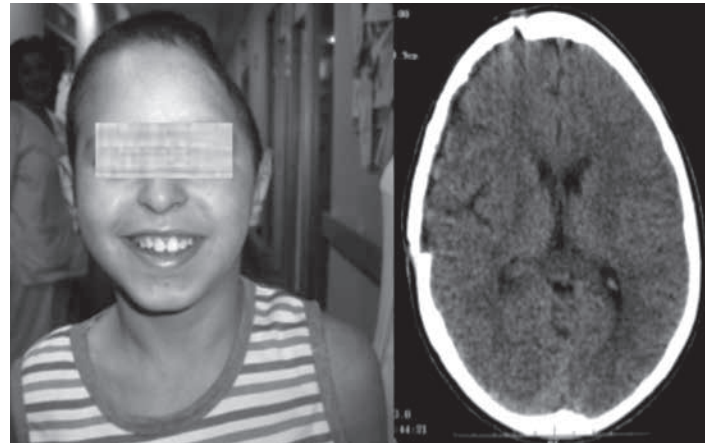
Paciente antes de realizar la craneoplastia y TC craneal tras reposición del injerto óseo.
